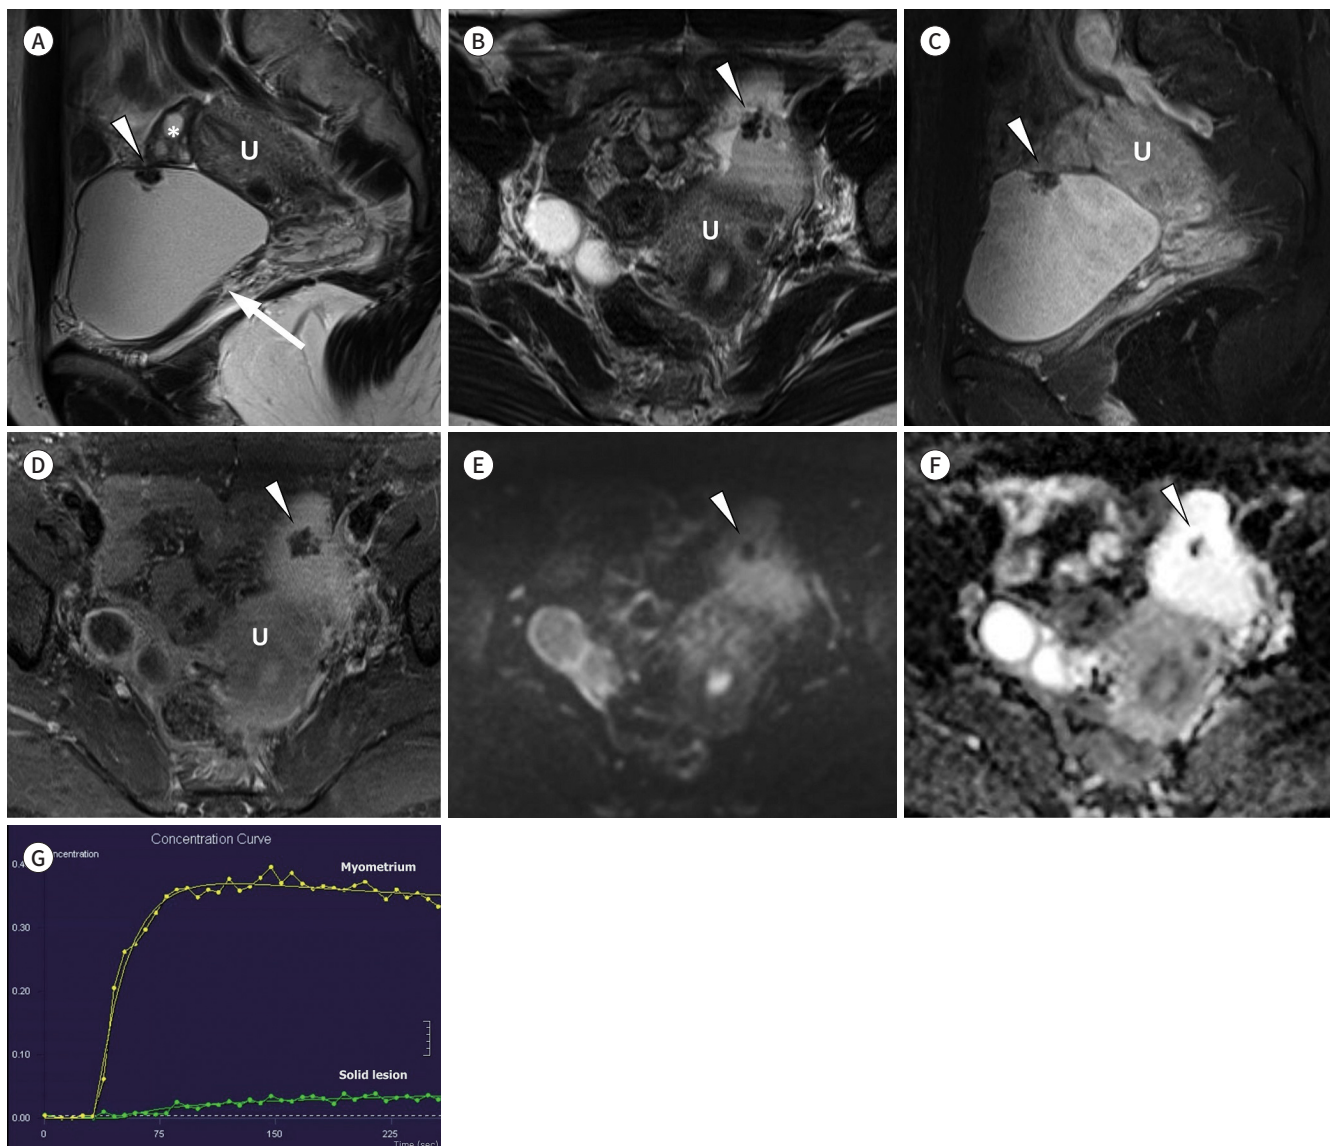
Borderline serous tumor in a 74-year-old female (O-RADS MRI 4).
